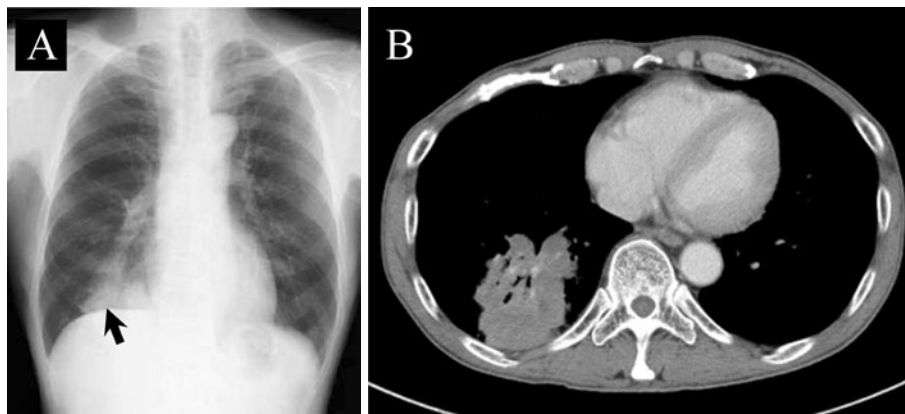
Chest roentgenogram and CT scan on admission. Chest roentgenogram (A) and chest CT scan (B) showed a mass shadow (arrow: 75×68 mm) in the right lower lung field (S⁹⁻¹⁰).
